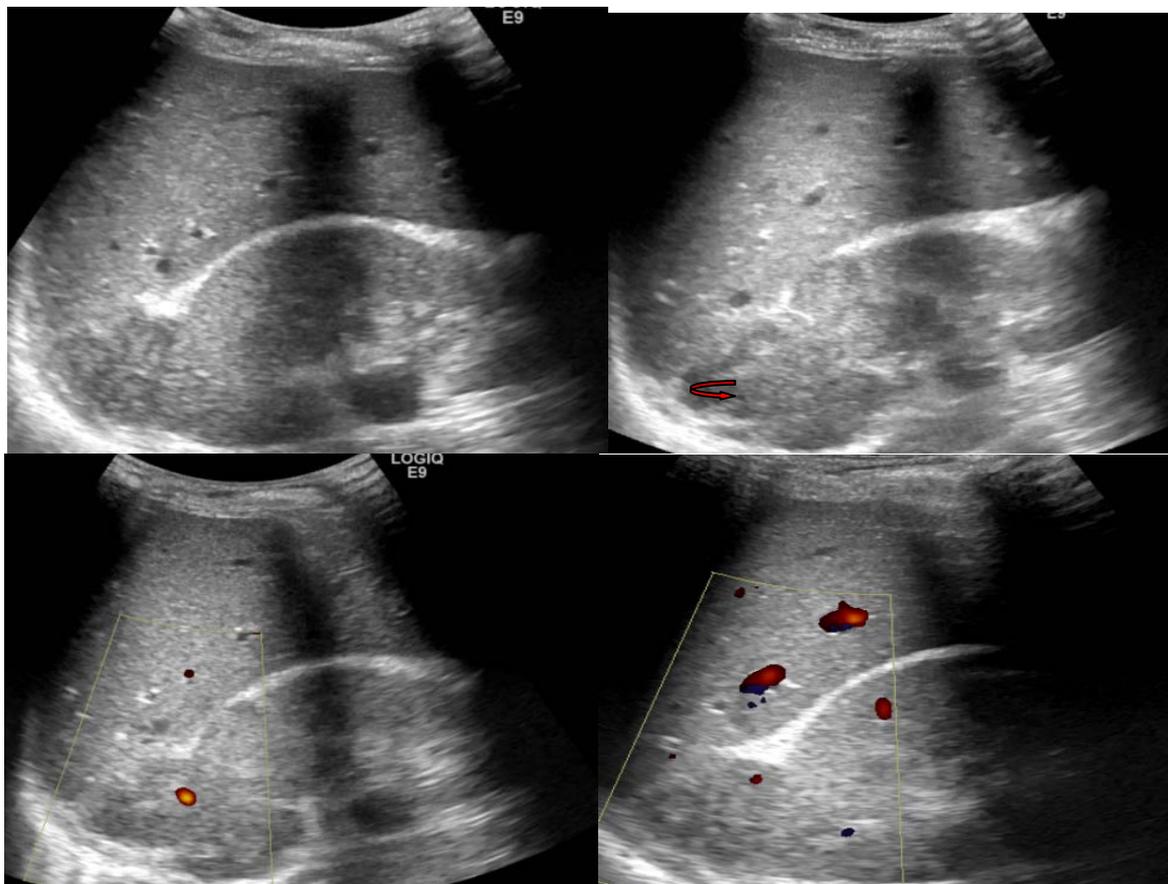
échographie abdominale objectivant une masse surrenalienne droite envahissant le
